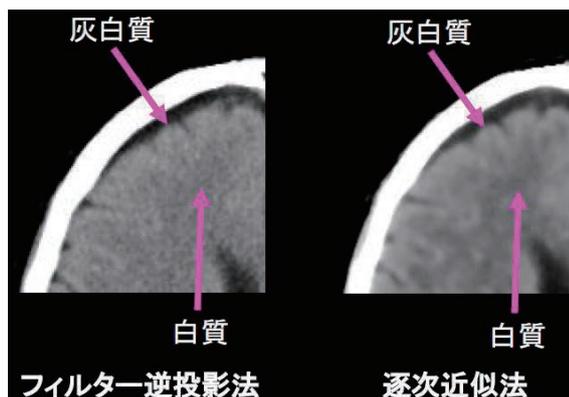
フィルター逆投影法と逐次近似法によるCT画像
